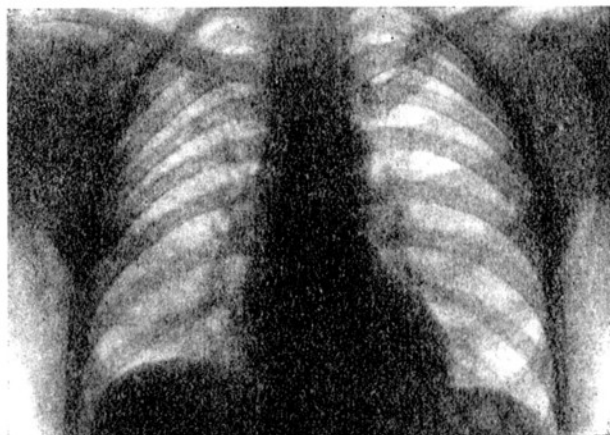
Radiografía 2-1-55.
